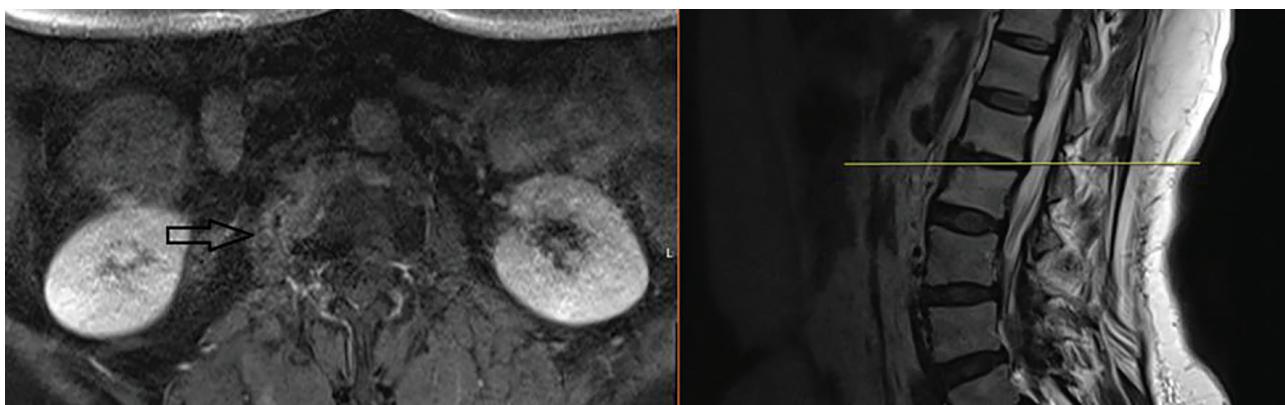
Kontrastlı lomber MRG'de L1-L2 vertebra komşu end platelerinde düzensizlikler, L1-L2 vertebra korpuslarında T1 ağırlıklı sekaslarda hipointens sinyal değişiklikleri mevcuttu. T1 ağırlıklı postkontrast serilerde L1-L2 vertebra korpuslarında, paravertebral yumuşak dokularda ve sağda psoas kasına uzanım gösteren spondilodiskit lehine bulgular izlendi
